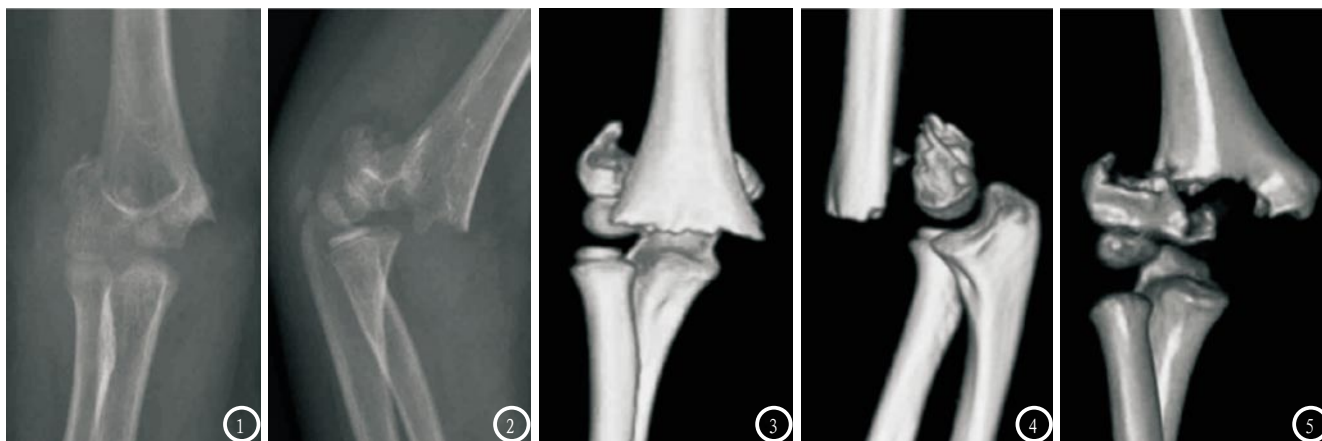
患者男, 10岁, Gartland III型肱骨髁上骨折。图1-2 X线检查: 图1 正位片显示骨折远端向外侧移位; 图2 侧位片显示骨折端完全移位, 后方骨皮质不连续。图3-5 CT检查: 图3 示骨折近端前缘呈“一”形; 图4 示骨折两端完全分离移位, 骨皮质不连续; 图5 示骨折近端前缘呈倒“V”形。
